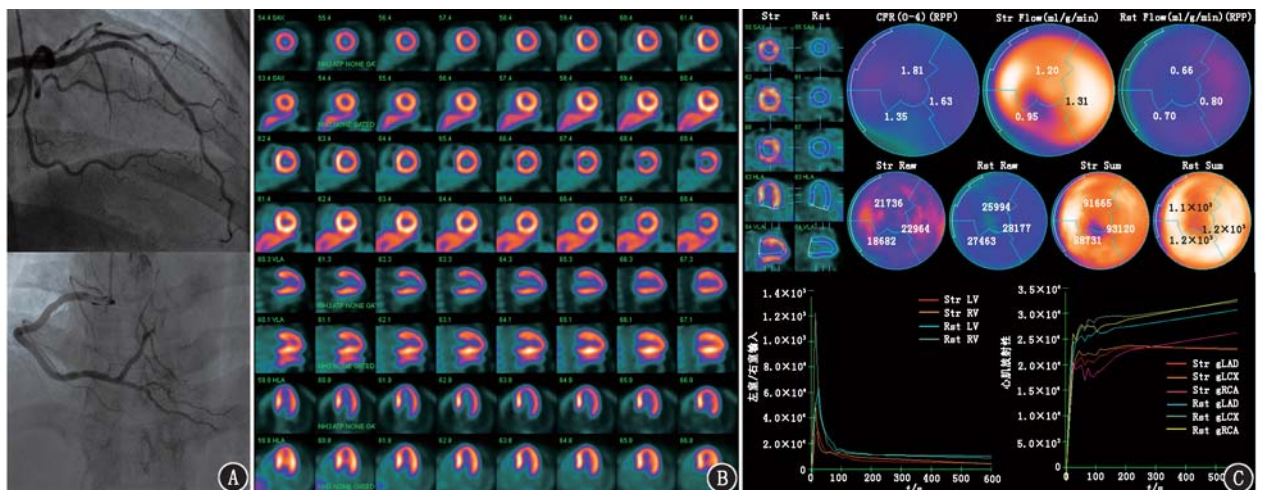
可疑冠状动脉微血管疾病(CMVD)患者(女, 43 岁)影像学检查图。A. 冠状动脉造影图示左右冠状动脉血管光滑、通畅, 无明显狭窄; B. ¹³N-NH₃ · H₂O PET/CT ATP 负荷/静息心肌血流灌注显像图(第 1、3、5、7 排为 ATP 负荷显像, 第 2、4、6、8 排为静息显像)示未见明显显像剂可逆性改变; C. 冠状动脉血流储备(CFR)分区靶心图及时间-放射性活度曲线可见冠状动脉三支灌注区域 CFR 及左心室(LV)-CFR 均明显减低; LAD-CFR=1.81, LCX-CFR=1.35, RCA-CFR=1.63, LV-CFR=1.63; gLAD 为 LAD 整体, gLCX 为 LCX 整体, gRCA 为 RCA 整体, HLA 为水平长轴, RPP 为心率血压乘积, Rst 为静息, Rst flow 为静息血流, Rst raw 为静息原始, Rst sum 为静息累积, SAX 为短轴, Str 为负荷, Str flow 为负荷血流, Str raw 为负荷原始, Str sum 为负荷累积, VLA 为垂直长轴
